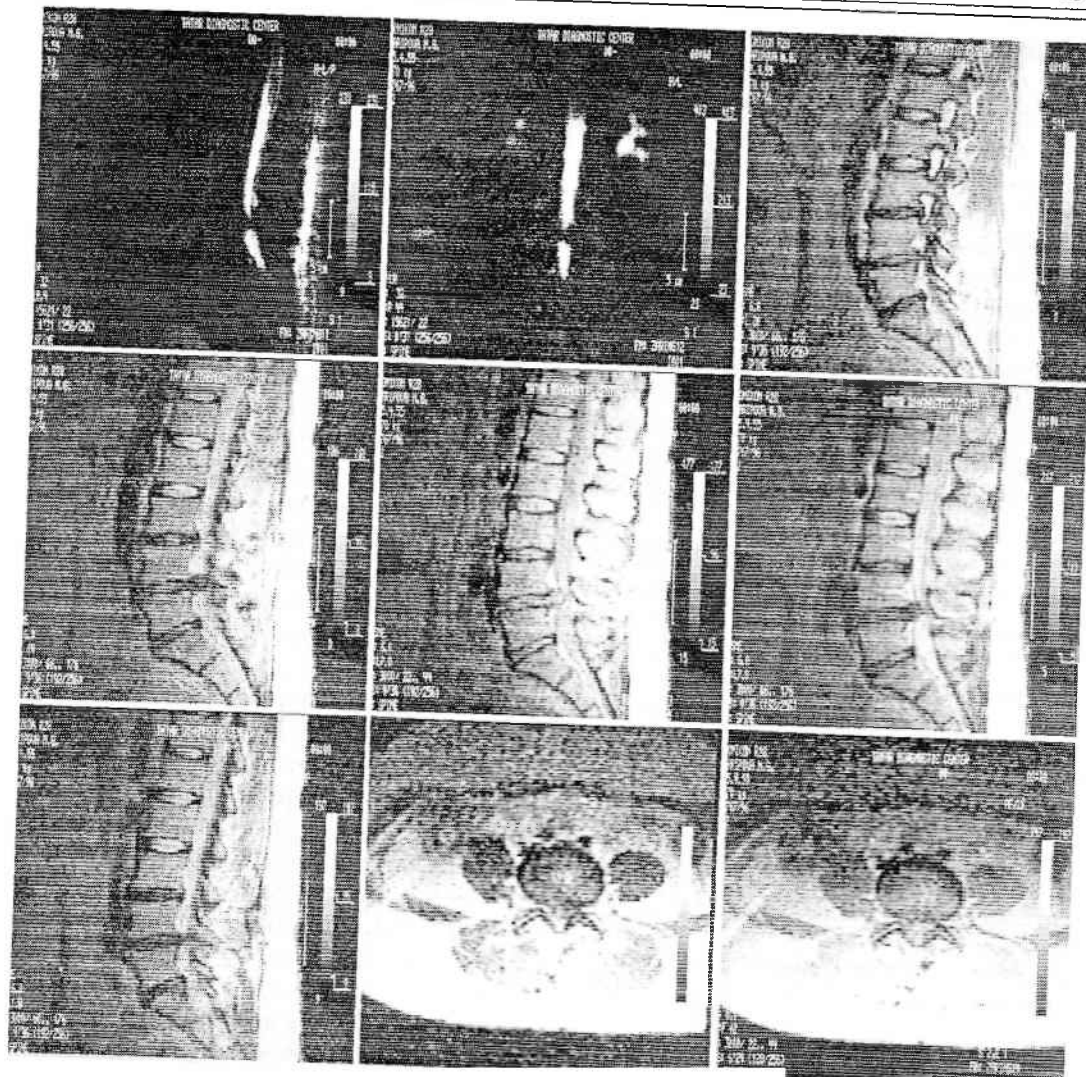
ЯМР-томограммы поясничного отдела позвоночника.
